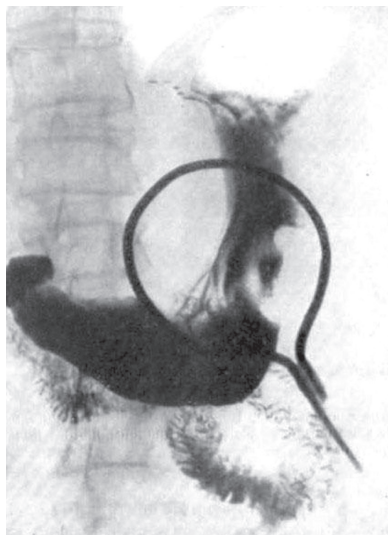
Рентгенограмма при раке желудка
